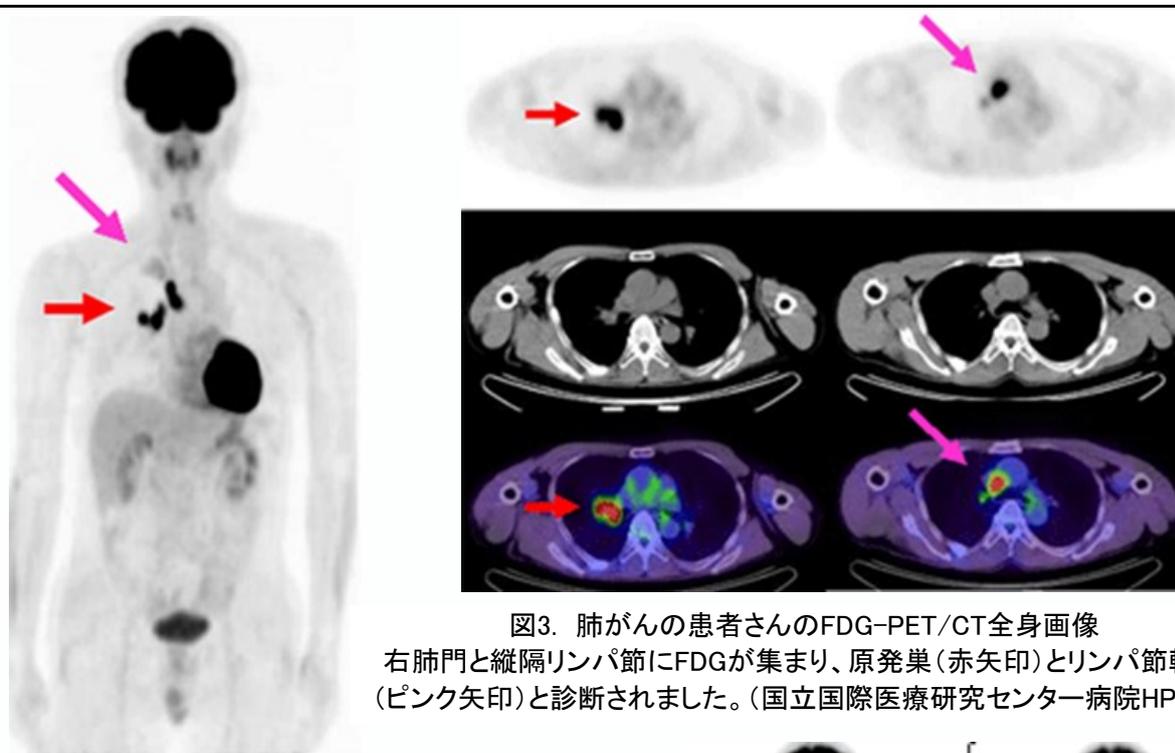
肺がんの患者さんのFDG-PET/CT全身画像
